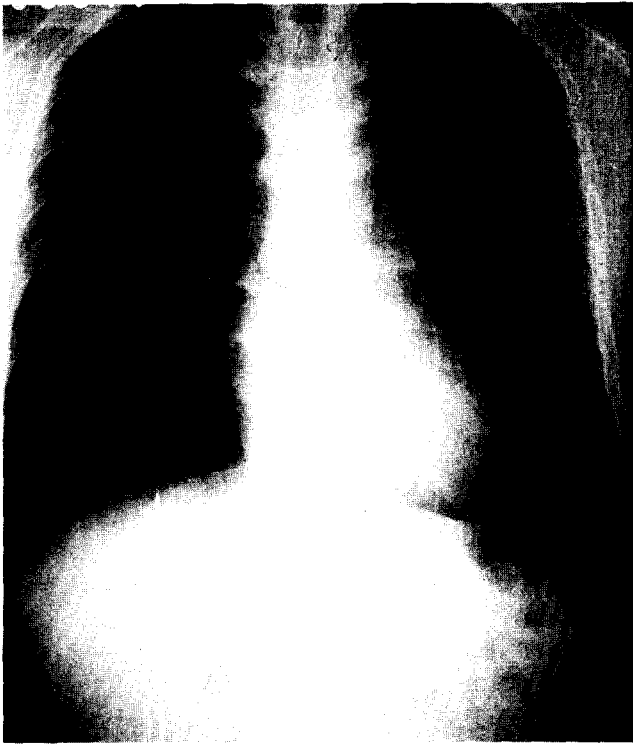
Postoperative chest X-ray in case 1. showing reduced cardiac size than Fig. 8.
